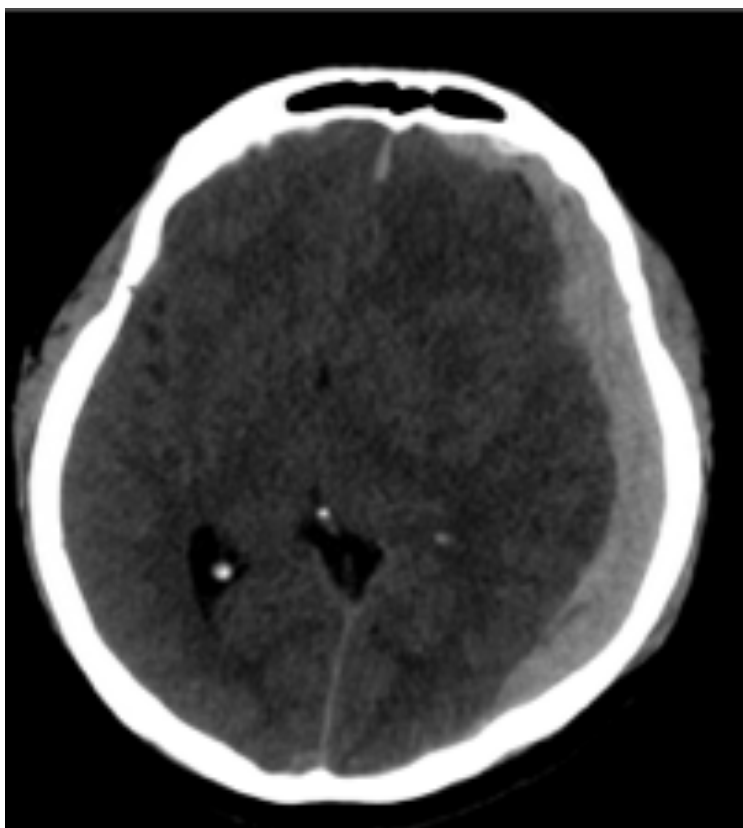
Hemorragia subdural y subgaleal. Tomografía simple en corte axial con aumento del espacio subdural fronto-parieto-occipital izquierda a expensas de líquido de mayor densidad 55UH que desplaza la línea media contralateral. Así mismo a nivel subgaleal fronto-temporal izquierda se observa aumento de la densidad de los tejidos blandos a expensas de un hematoma.
